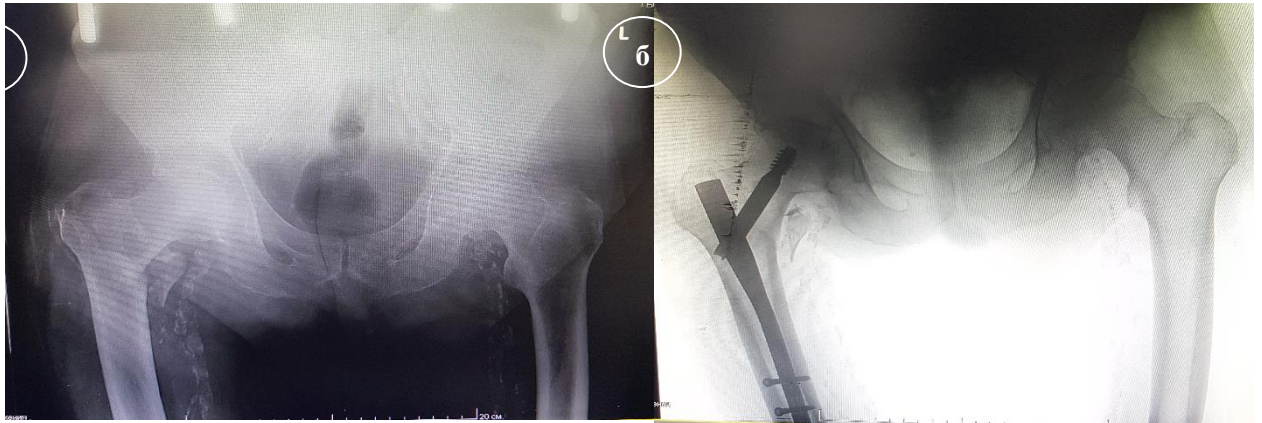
Рентгенограммы пациента Г., 72 лет, поступившего с диагнозом «закрытый чрезвертельный перелом правой бедренной кости со смещением»: а – первичные рентгенограммы – определяется метастатическая кальцификация по всей протяженности бедренных артерий с обеих сторон;
